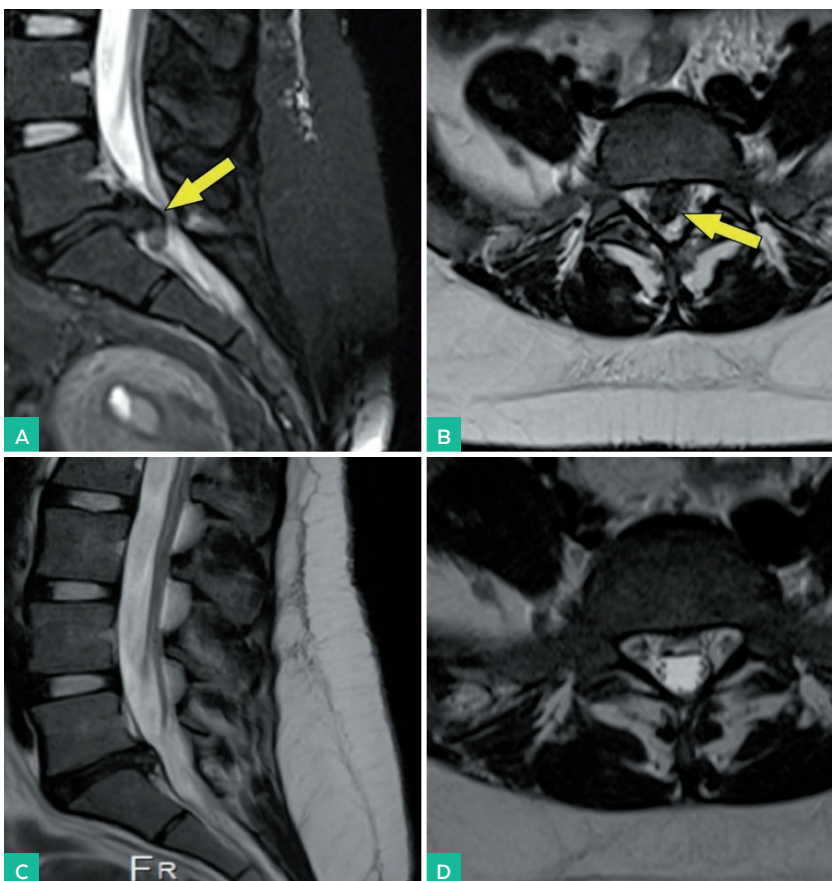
Hernia discal extruida que recupera sin manejo quirúrgico. (A, B) Se observan imágenes de resonancia sagital (STIR) y axial (T2) que evidencian hernia discal extruida y migrada caudalmente generando estrechez del canal espinal. (C, D) Posterior a manejo con bloqueo, terapia física y manejo farmacológico se observa regresión considerable de la hernia discal en la resonancia de 1 año de control, con mejoría completa del dolor radicular previo.
